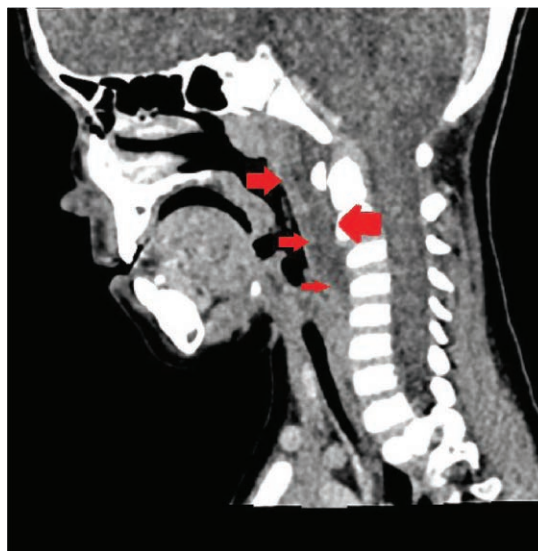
Computed tomography scan of a boy with a retropharyngeal abscess
